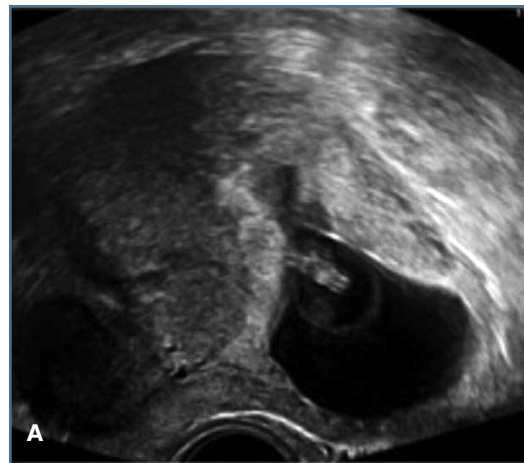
A) saco gestacional intra-uterino parcialmente inserido no segmento inferior; B) placenta prévia com lacunas placentares e vascularização aberrante do colo uterino; C) corte sagital de ressonância magnética demonstrando invasão da placenta em direção à bexiga, com aparente interrupção focal da zona de interface entre ambas
